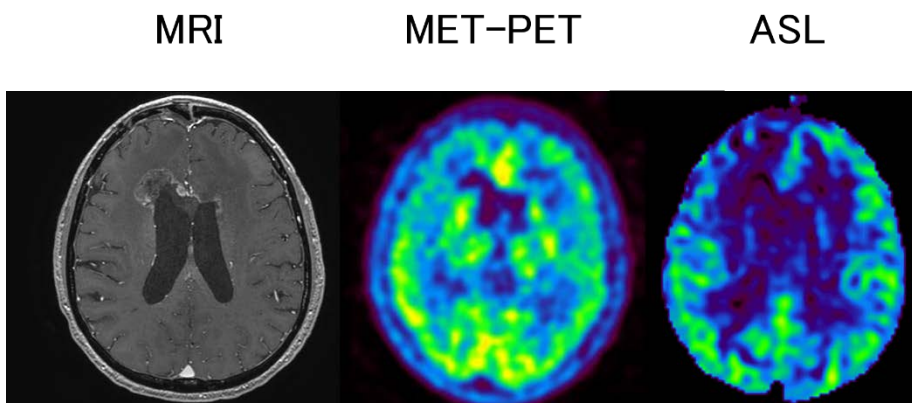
MRI 造影領域は MET-PET で集積を認めなかったため、放射線壊死と診断した。同部位は ASL で高血流を認めなかった。
